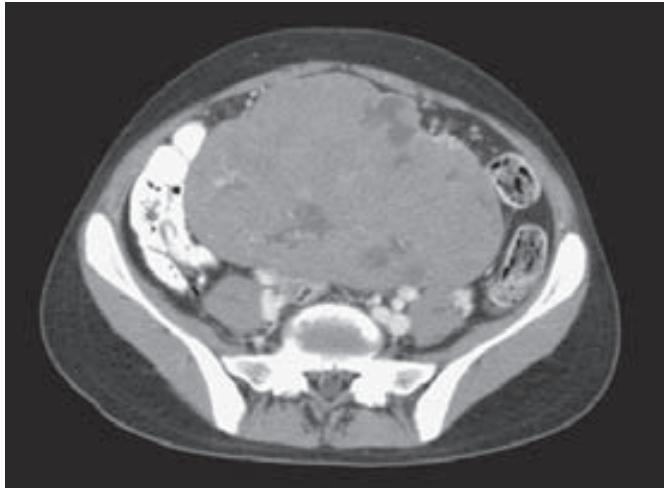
Imagen por tomografía computadorizada (CT) de un tumor de células germinales.
